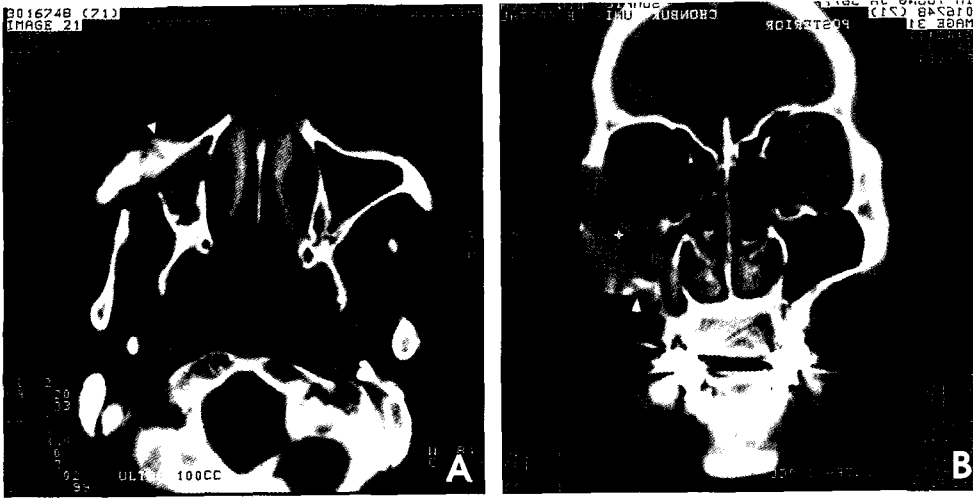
Coronal CT view shows destruction of the inferior, lateral orbital rim and residue bony particles on the zygomatic bone area.
